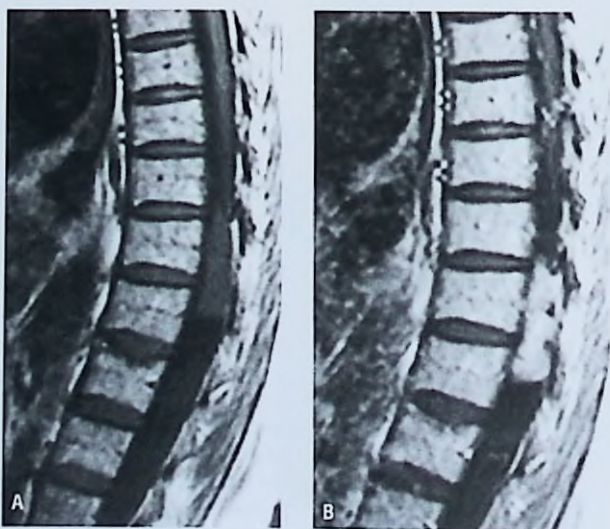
RM sagitales que muestran un meningioma antes (A) y después (B) de la administración de gadolinio.
